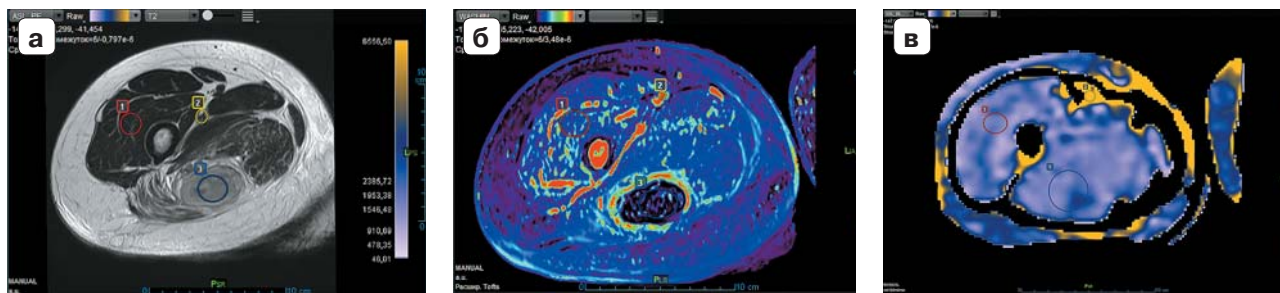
Пациент №2, аксиальные МР-изображения на уровне посттравматических изменений. а – аксиальное T2ВИ с отображением зон интереса; б – ДКУ-MPT (карта “Wash-in”), где ткани с ранним интенсивным накоплением контрастного препарата картируются красным цветом; в – карта ASL-перфузии, где ткани с высокими скоростями артериального кровотока картируются желтым цветом.
